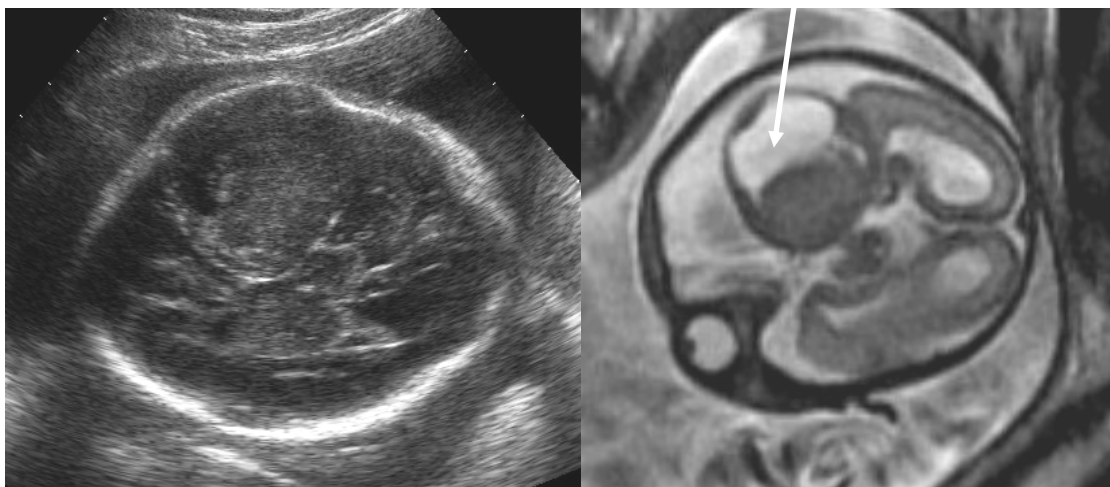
Ecografia/RMN (T2-SSFSE): Teratoma endocranico (26 settimane). Sezione assiale.
